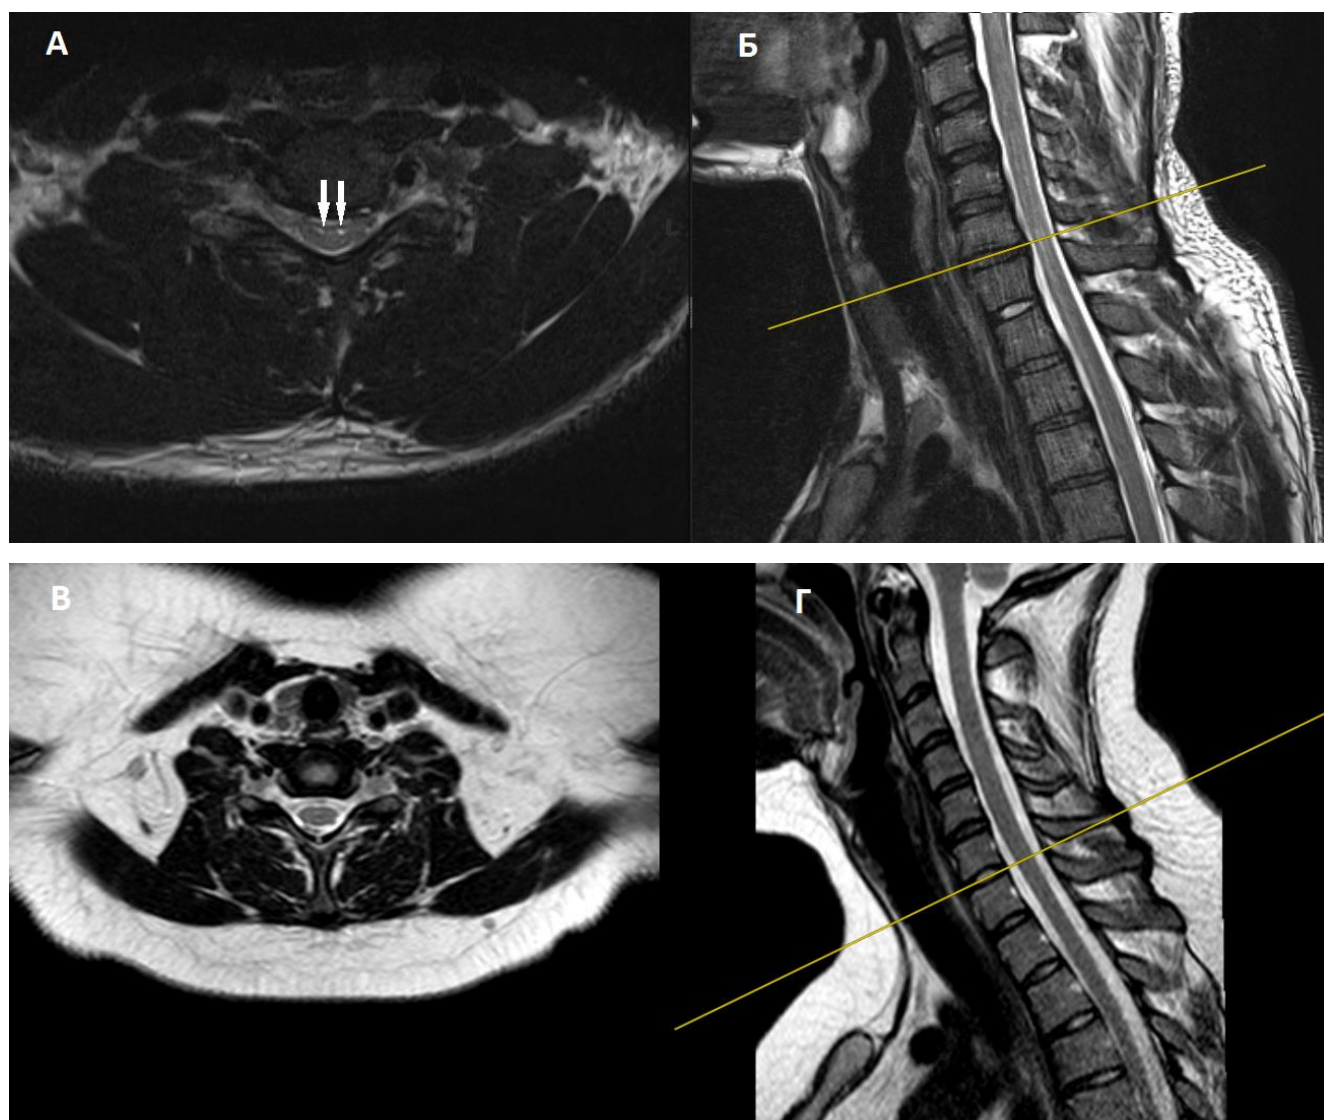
МРТ шейного отдела позвоночника и спинного мозга в нейтральной позиции в режиме T2. А – на аксиальной проекции определяются очаги повышенной интенсивности сигнала в T2 режиме (симптом «глаз змеи»), расположенные интрамедуллярно в передних рогах спинного мозга, на уровне С5-С6 позвонков, спинной мозг на данном уровне уменьшен в объеме, что визуализируется на сагиттальной (Б) проекции у пациента с БХ. В и Г – аксиальная и сагиттальная проекция у пациента с БАС, на которых спинной мозг без патологических изменений
